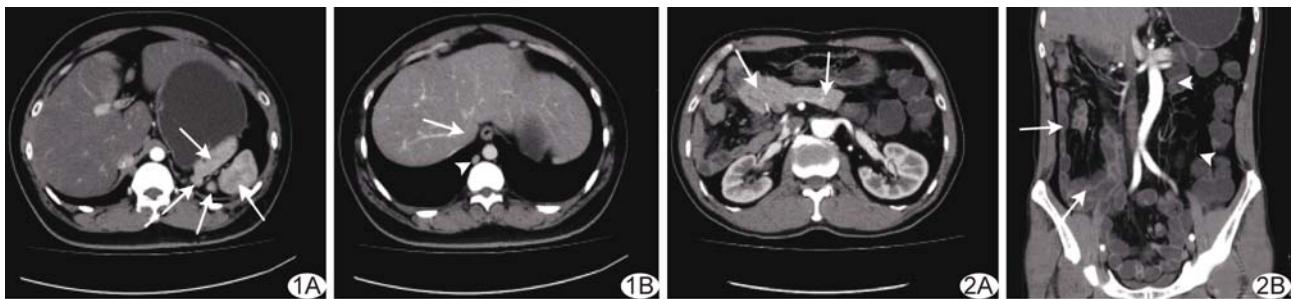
患者男, 31岁 A. 轴位增强 CT 示动脉期脾脏呈“花斑状”强化(箭); B. 轴位 CT 平扫示下腔静脉肝内段缺如(箭)及奇静脉扩张(箭头)
